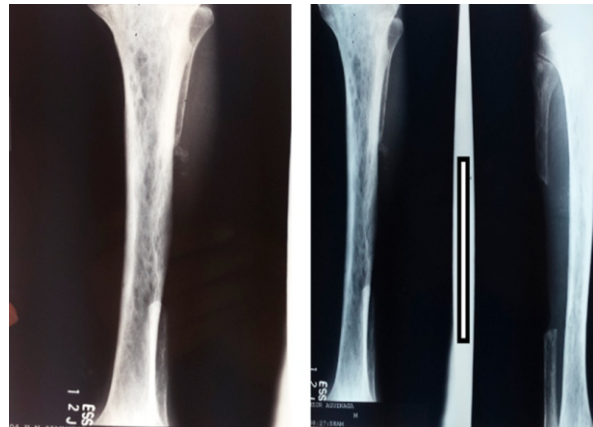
Radiografía de pierna Izquierda frontal lateral: Se evidencia ausencia de la diáfisis media de peroné izquierdo (por antecedente quirúrgico).
